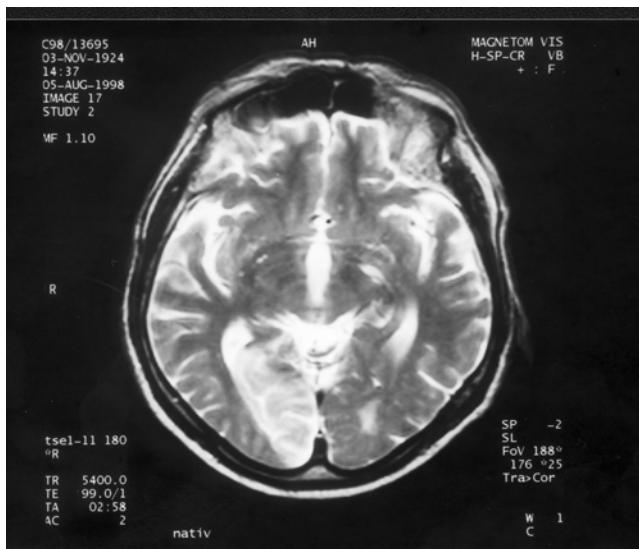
MRT des Patienten OS
